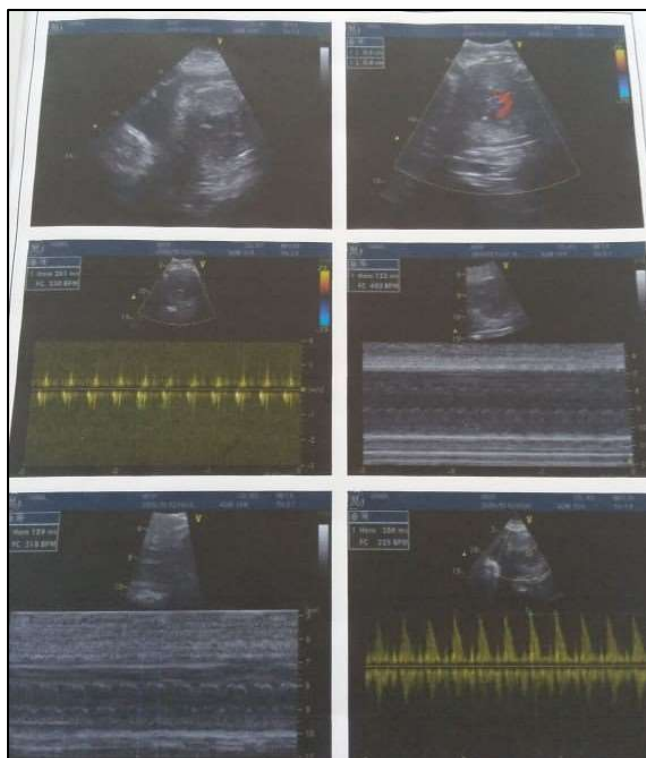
Ecocardiografia fetal sugestiva de taquicardia supraventricular sustentada sem sinais de insuficiência cardíaca fetal.
